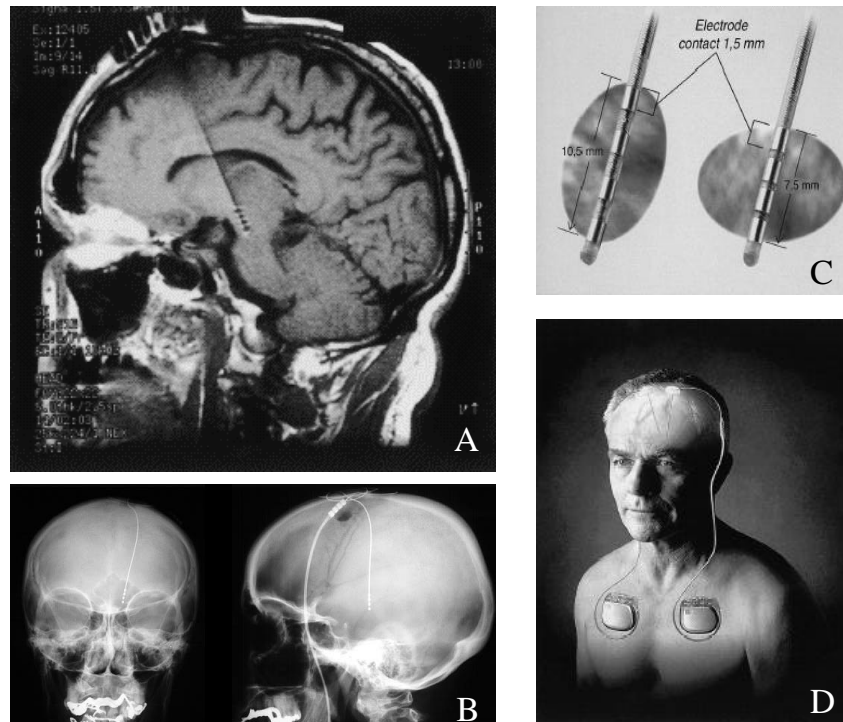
A - Ressonância magnética em corte sagital encefálica de paciente com implante de eletródio implantado no núcleo subtalâmico; B - Radiografia do mesmo paciente; C - Representação artística da extremidade intracraniana do eletródio; D - Representação artística de geradores de pulsos elétricos que via cabo é acoplado ao eletródio implantado no interior do encéfalo. Através de telemetria não invasiva é possível determinar parâmetros de estimulação.
